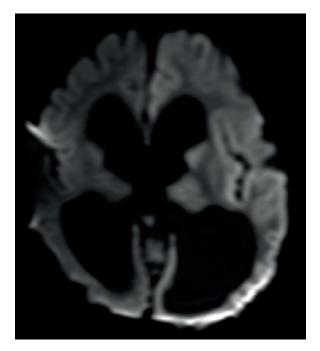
Пациентка 4. Виктория X. MPT (A – DWI, Б – FLAIR) инициальная стадия ННЕ, 14-й день после начала эпилептического статуса. Признаки отека левого полушария: обширные участки гиперинтенсивного сигнала.
